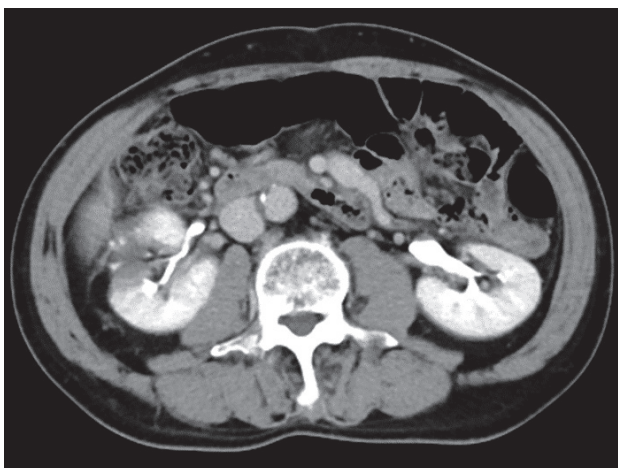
Dynamic CT shows no residual tumor. The contrast of the surgical margin is unclear.
